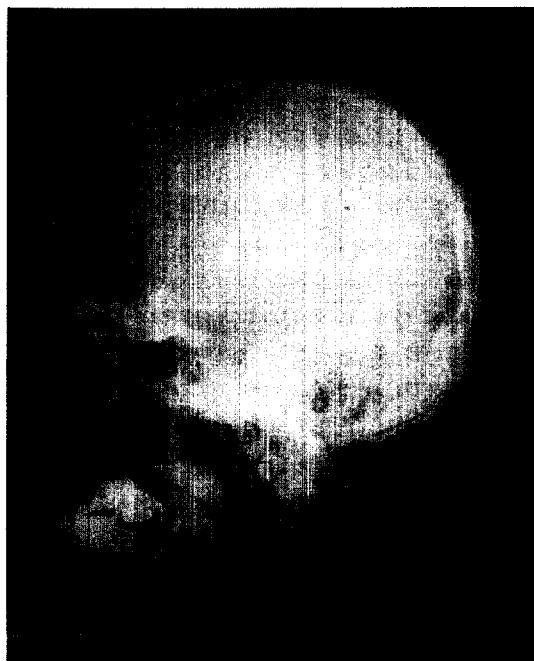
Plain skull X-ray demonstrates typical "salt and pepper" appearance.
